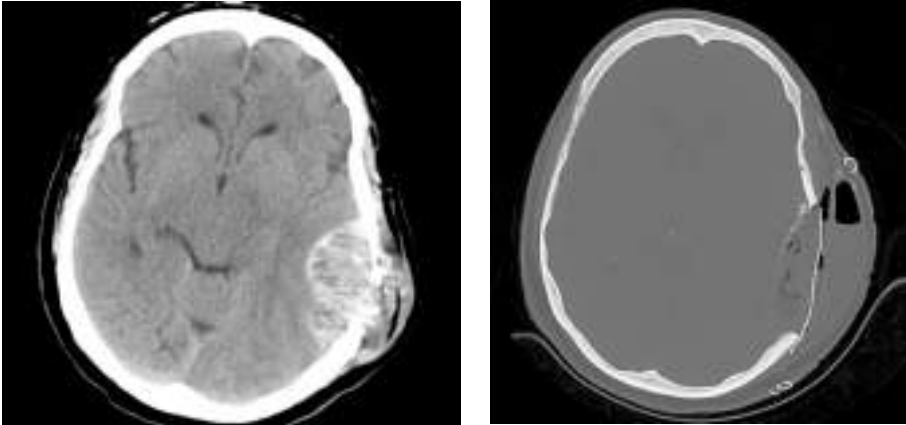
a (izda) . TC craneal visualización de lesión ósea con compresión sobre parénquima cerebral e invasión hacia la piel de 5.9 × 3.9.7.2 cm.
